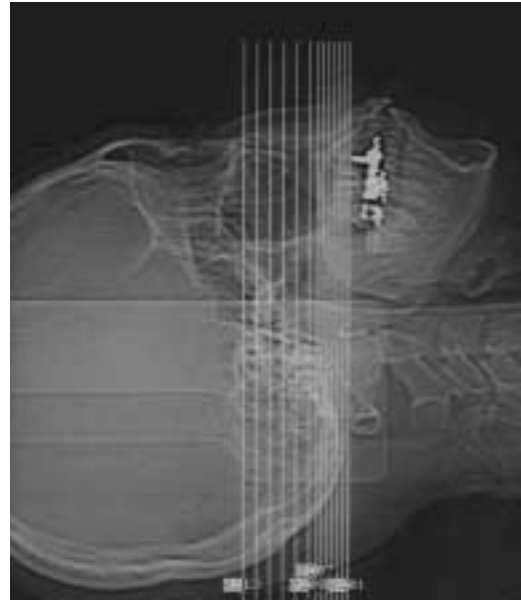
CTスカウトビュー：咬合平面と平行なスライスで横断像を撮影すると、メタルアーチファクトのために読影不可能となるスライス枚数を最小限にとどめることができる。
